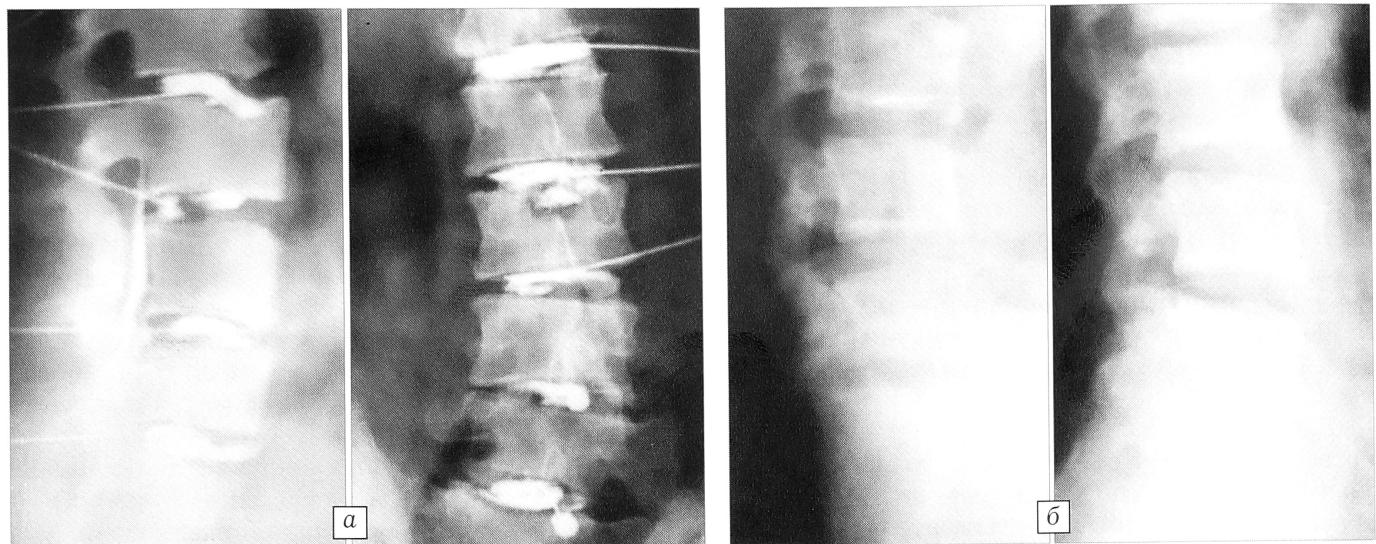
Дезадаптация в системе позвоночного двигательного сегмента: а — при гипергидратации матрикса студенистого ядра (внутридисковые перемещения ядра L3-4 межпозвонкового диска, экструзии L4-5, L5-S1 дисков); б — при дегидратации матрикса студенистого ядра (нестабильность L3-4, L4-5 сегментов).
